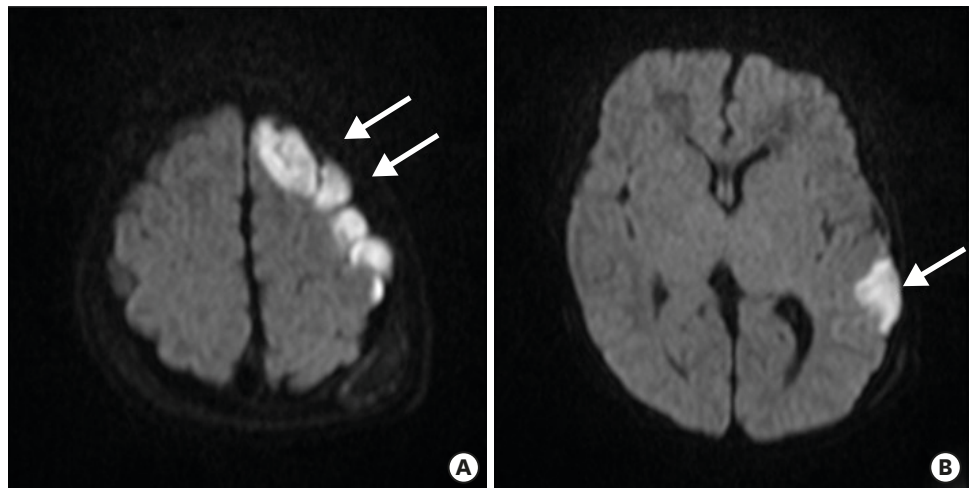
Brain diffusion-weighted magnetic resonance imaging scan of 23-day-old baby at hospital day 2. Focal seizures occurred on the second hospital day. The scan revealed multifocal diffusion restricted lesions at left frontotemporoparietal lobes (A, B, arrow).
